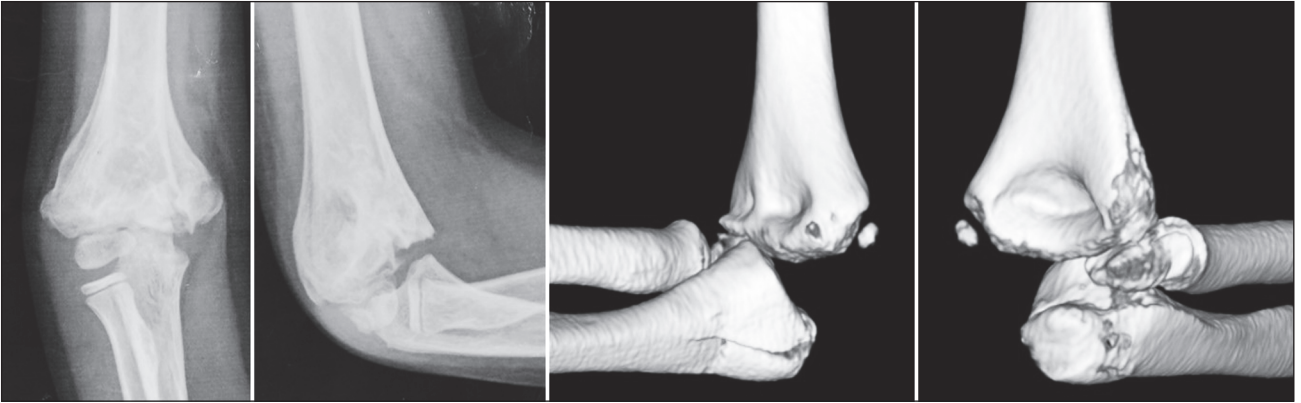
Рентгенологічні дані та фрагменти 3D-моделі комп'ютерного дослідження
